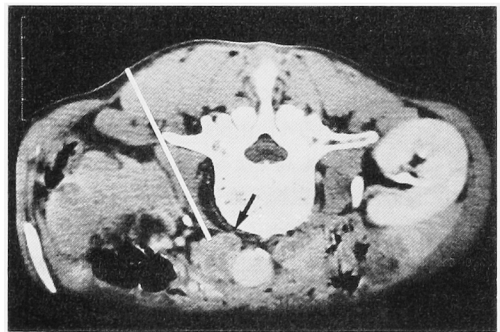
CT demonstrates an enlarged renal hilar lymph node (arrow) due to metastasis of left renal cell carcinoma. CT-guided biopsy of this node proved renal cell carcinoma. White line shows proposed biopsy path.
